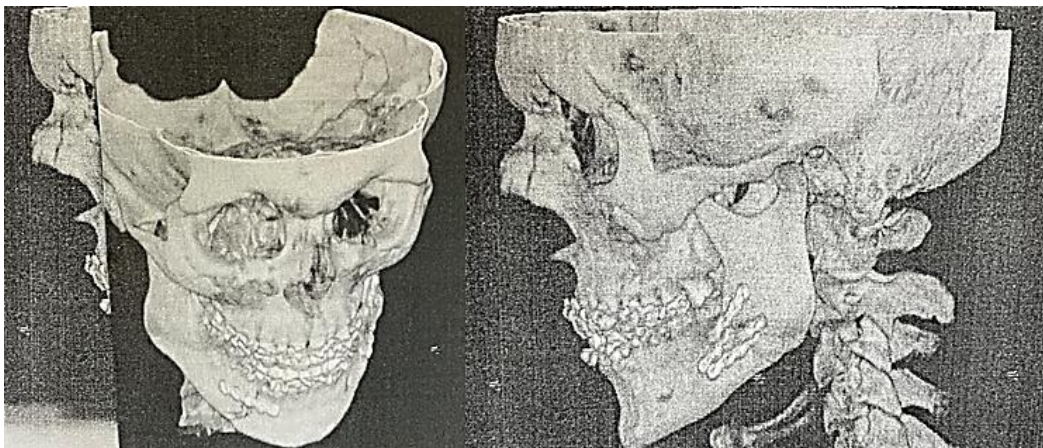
КТ-3D пацієнта Б., і/хв. №10089 12.11.2022 після остеосинтезу НЩ. Діагноз: двобічний перелом НЩ без зміщенням уламків в ділянці кута зліва та між 43,44 зубами
